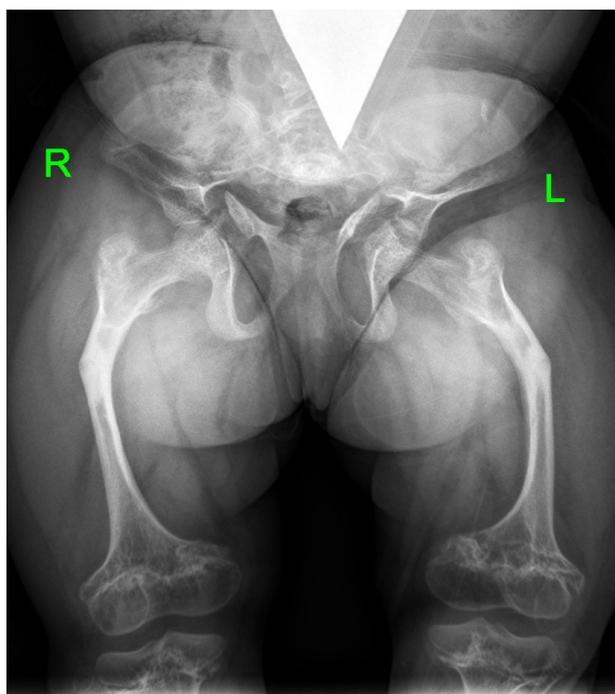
Рентгенограмма тазобедренных суставов и бедер пациента Л., демонстрирующая протрузию вертлужных впадин
